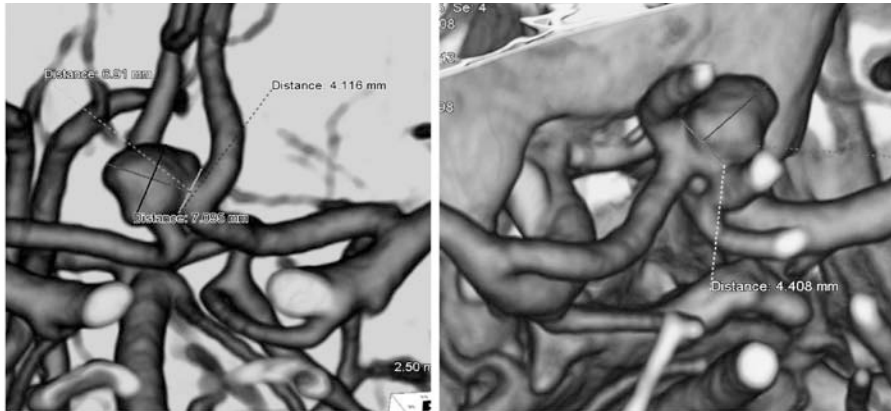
(Case 1) A three dimensional CT angiograms, demonstrating anterior communicating artery aneurysm with relatively broad-neck.
